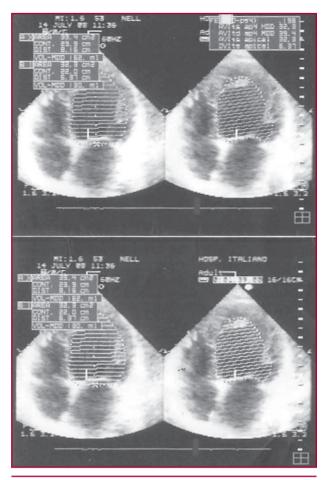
Ecocardiograma preablación.
